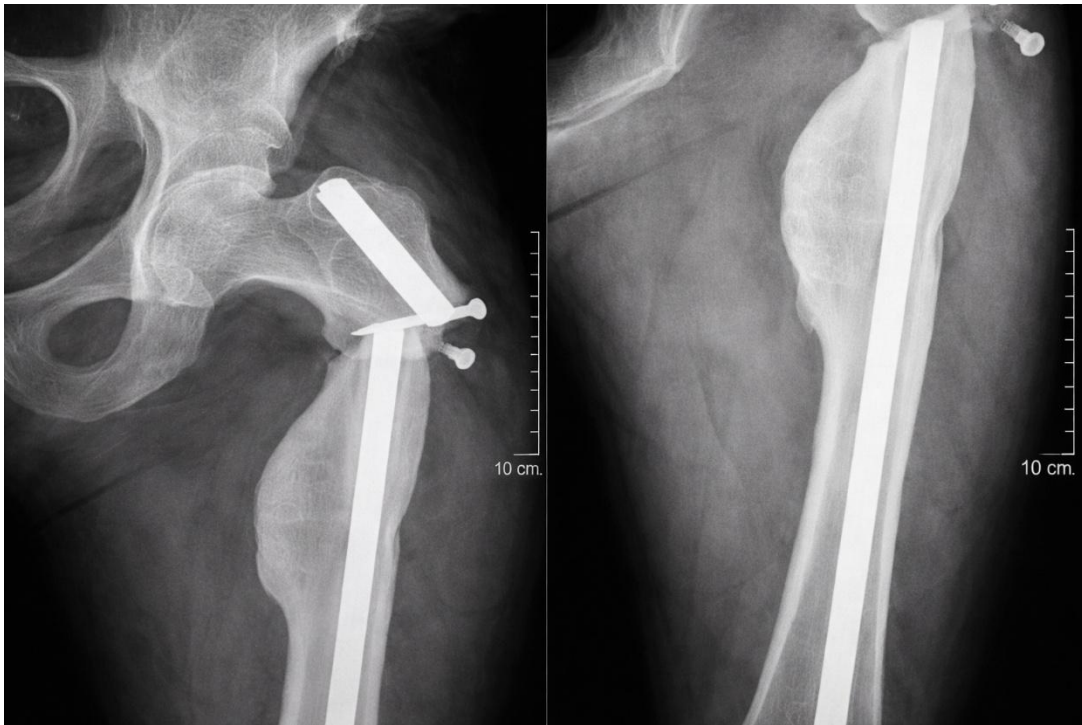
Radiographie du fémur gauche objectivant une fracture métaphysaire avec rupture du clou centromédullaire au niveau du vis de verrouillage proximal, Noter la présence d'un cal osseux exubérant.
